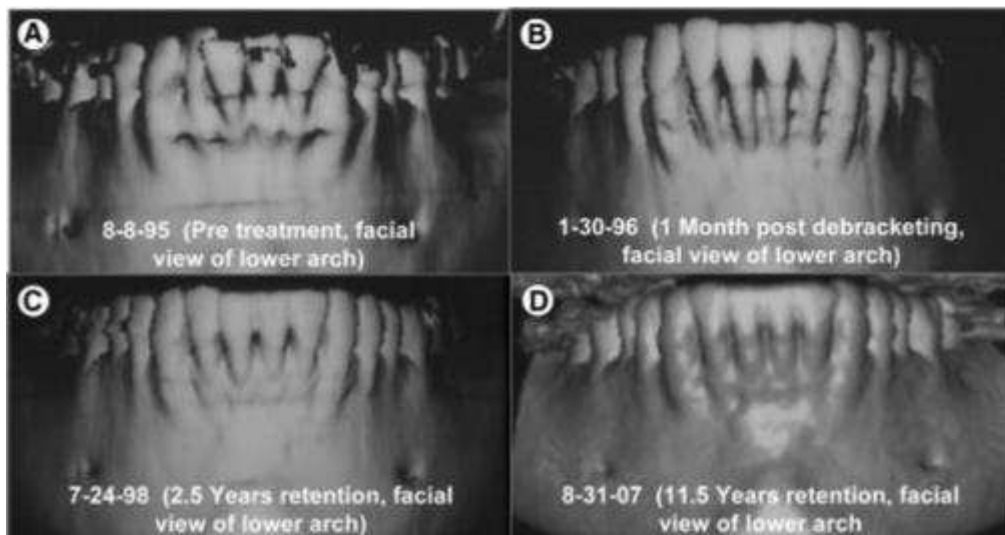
(A, B, C, D) Imagens de CBCT da mandíbula de um paciente adulto. Vista vestibular. A) Pré-tratamento; B) 1 mês após finalizado tratamento ortodôntico; C) Follow-up a 2 anos e meio com uso de contenção ortodôntica; D) Follow-up a 11 anos e meio com uso de contenção ortodôntica. (M. T. Wilcko et al., 2008)
